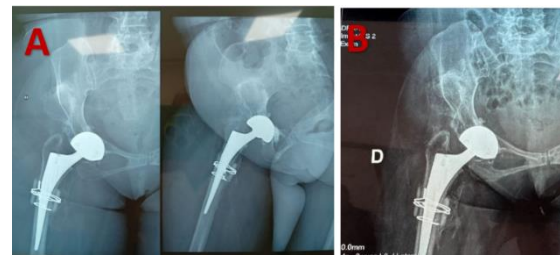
Radiographic Control after 3 Months (A) and after 7 Months (B)
